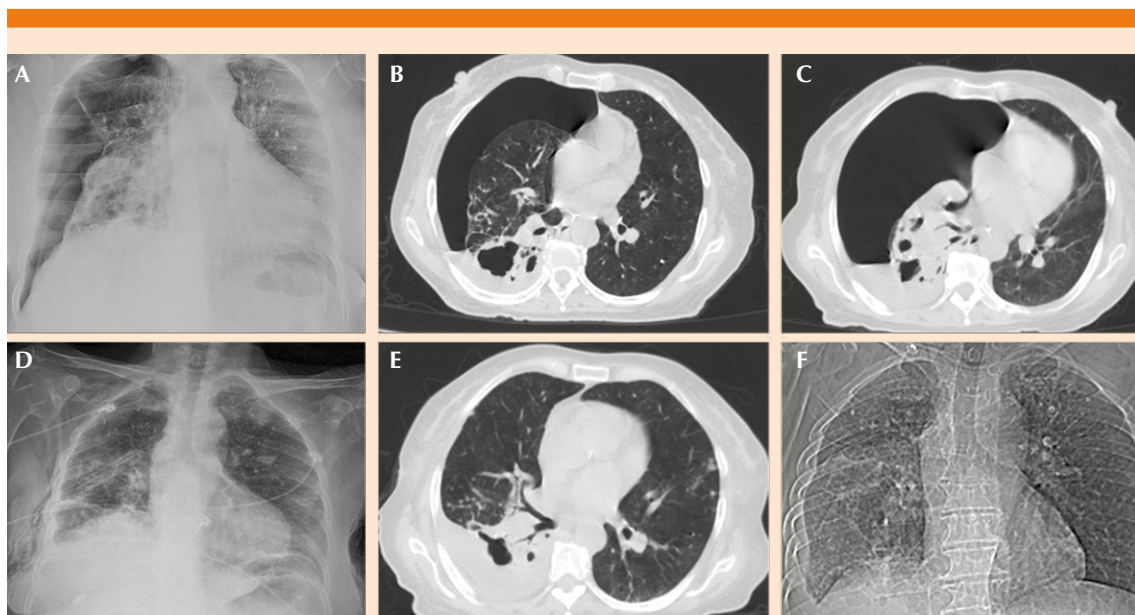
A. Telerradiografía de tórax con neumotórax parcial derecho. B y C. Tomografía axial computada con neumotórax en evolución. D. Telerradiografía de tórax con sonda endopleural con alivio del neumotórax. E y F. Tomografía axial computada a 72 horas del retiro de la sonda endopleural sin recurrencia del neumotórax.
